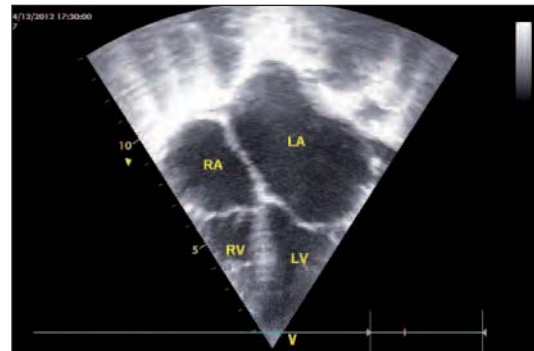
Echocardiography showing biatrial dilatation in a 7-year-old male child.
